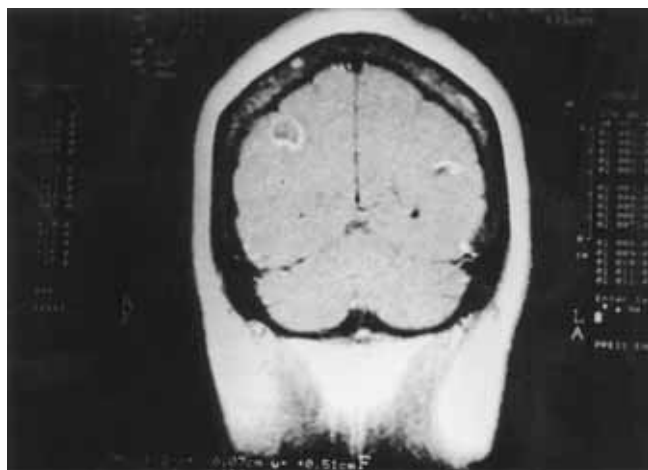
Resonancia magnética con lesiones paracorticales que refuerzan en anillo con el medio de contraste.
